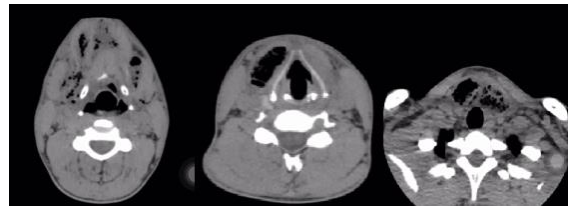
TC DE REGIÃO CERVICAL MOSTRA ENFISEMA SUBCUTÂNEO DISSECANDO TECIDOS
